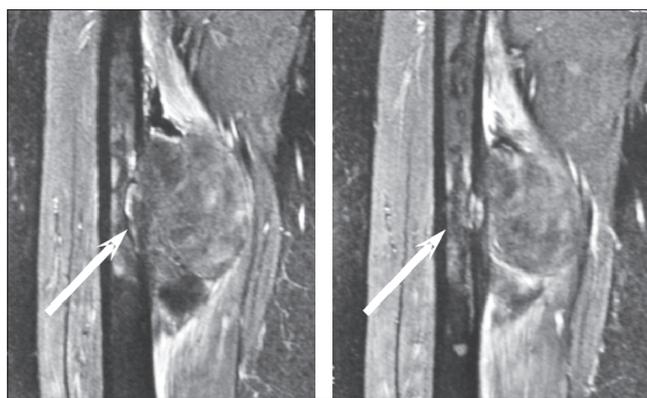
Пациентка Ч., 35 лет. Диагноз: «десмоидная фиброма мягких тканей правого бедра». МР-томограммы (corT2-Fat Sat). Стрелкой указана зона вставания опухоли в надкостницу, кортикальный слой и костный мозг бедренной кости с реактивными изменениями прилежащего к опухоли костного мозга, надкостницы и мягких тканей
